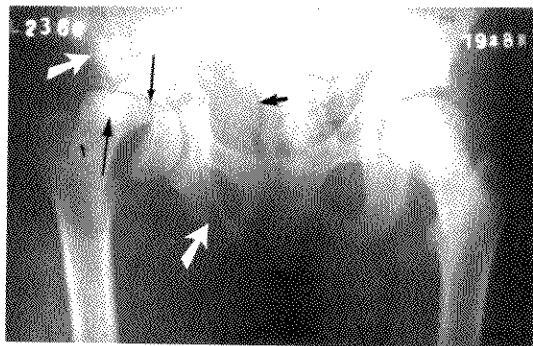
外伤性股骨头骺滑脱男，13 岁。3 年前劈叉时，老师用力踩髌，自觉喀嚓一声疼痛，走路跛行。X 线平片 A、B。2 年后左髌股骨头向后滑移(弯白箭)，骺线增宽，其中可见分支状骨化(小黑箭)先期钙化带呈锯齿状(大黑箭)。C、D。3 年后(16 岁)现在 X 线片显示骺线已大部闭合(黑箭头)。股骨头向后下方滑移，畸形如前。
